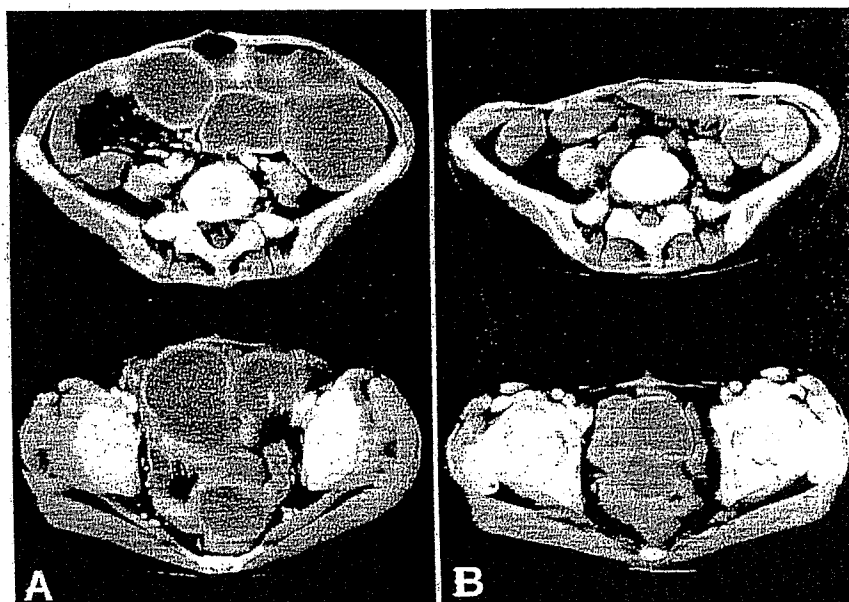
Original CT prior to chemohyperthermia with MMC shows both intestinal distension with mesenteric solid stricture and rectal strand stricture.
